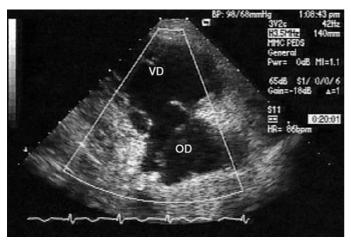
Cardiopathie carcinoïde (échocardiographie transthoracique). Oreillette droite (OD) dilatée. Valves tricuspides rigides figées en position demi-ouverte. VD: ventricule droit.
